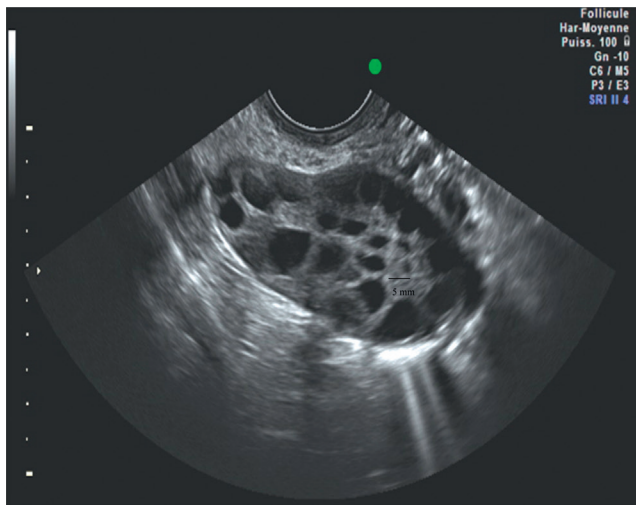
Visualisation échographique des ovaires. Les appareillages actuels autorisent le comptage des follicules jusqu'à 2 mm de diamètre. Source : Pr D. Dewailly.
